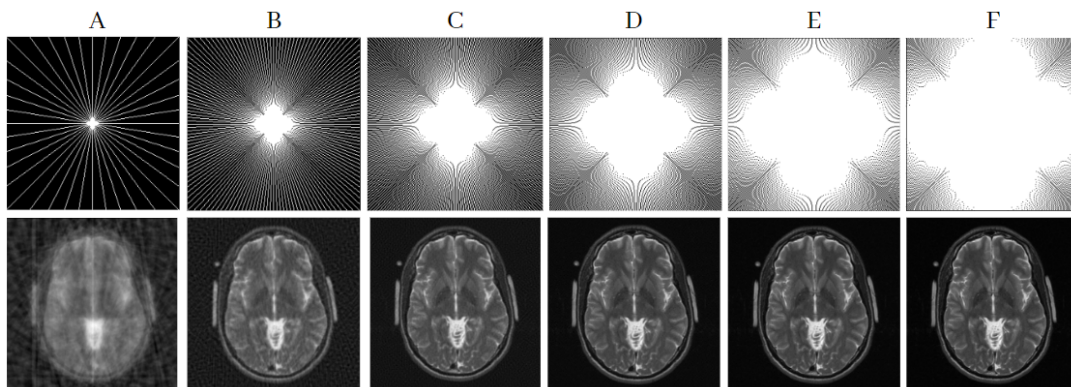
As imagens da linha superior representam o espaço amostrado e a linha inferior a reconstrução de imagem de ressonância magnética, com amostragem de (A) 20, (B) 80, (C), 160 (D) 240, (E) 320, (F) 400 linhas radiais.
